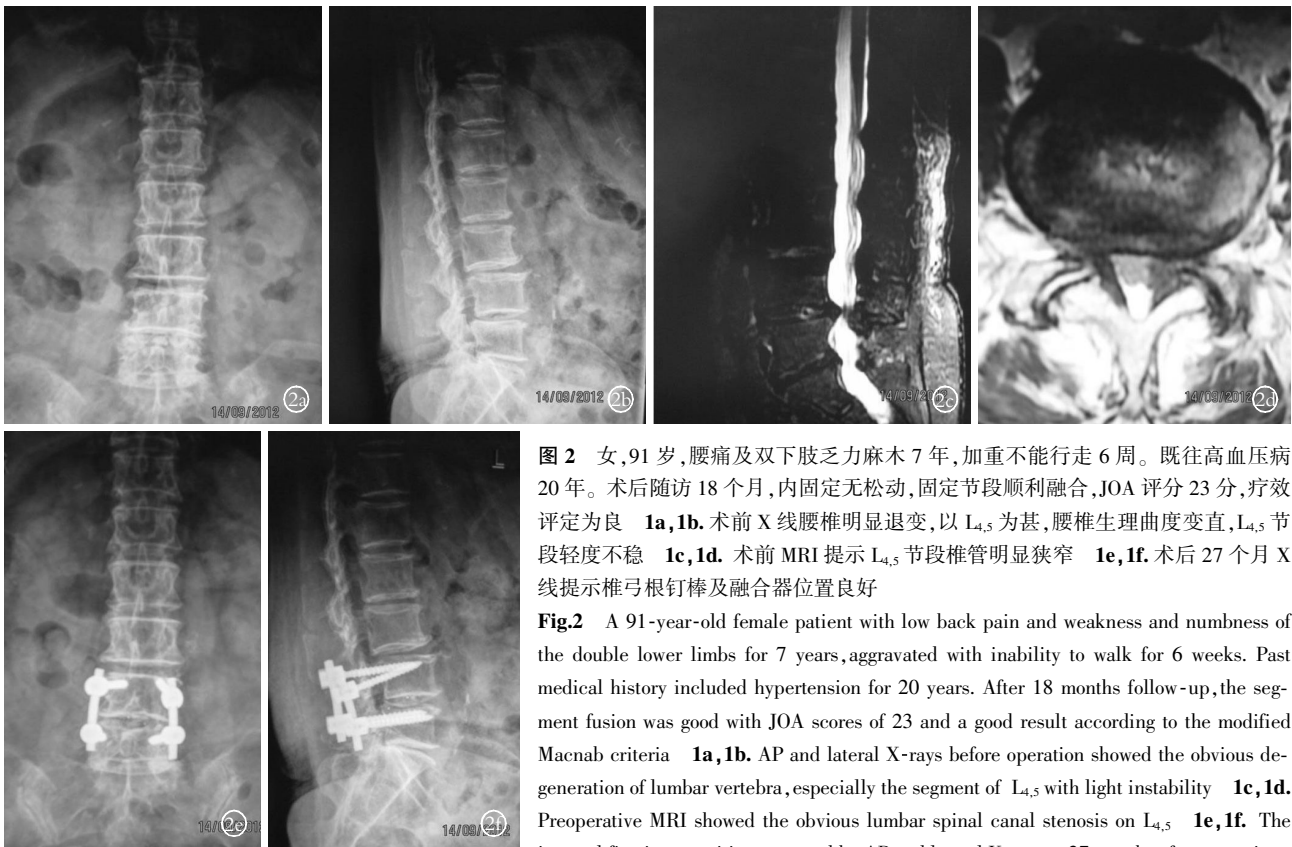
女,91 岁,腰痛及双下肢乏力麻木 7 年,加重不能行走 6 周。既往高血压病 20 年。术后随访 18 个月,内固定无松动,固定节段顺利融合,JOA 评分 23 分,疗效评定为良 1a,1b。术前 X 线腰椎明显退变,以 L_{4,5} 为甚,腰椎生理曲度变直,L_{4,5} 节段轻度不稳 1c,1d。术前 MRI 提示 L_{4,5} 节段椎管明显狭窄 1e,1f。术后 27 个月 X 线提示椎弓根钉棒及融合器位置良好
